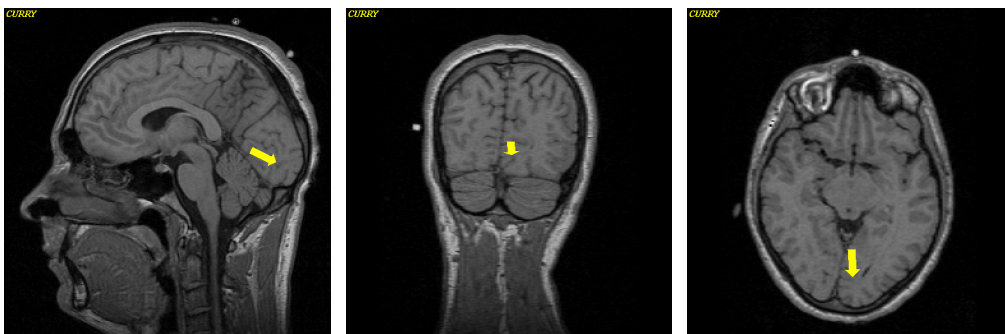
Generatoren der P100-Komponente anhand des MRT - Proband NE, Tag 1
